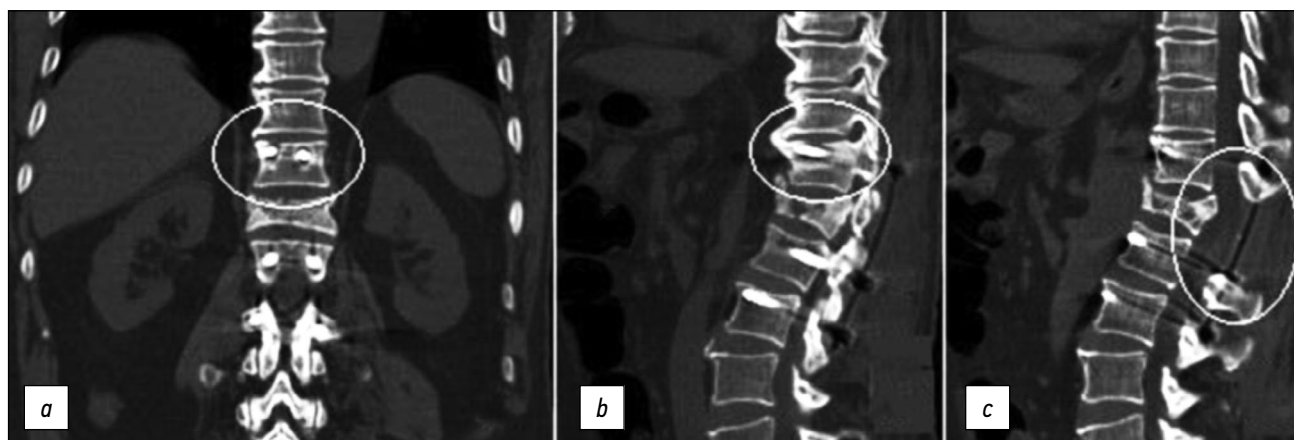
Компьютерная томография позвоночника больного Е., 71 год, до операции. Пояснения в тексте.
